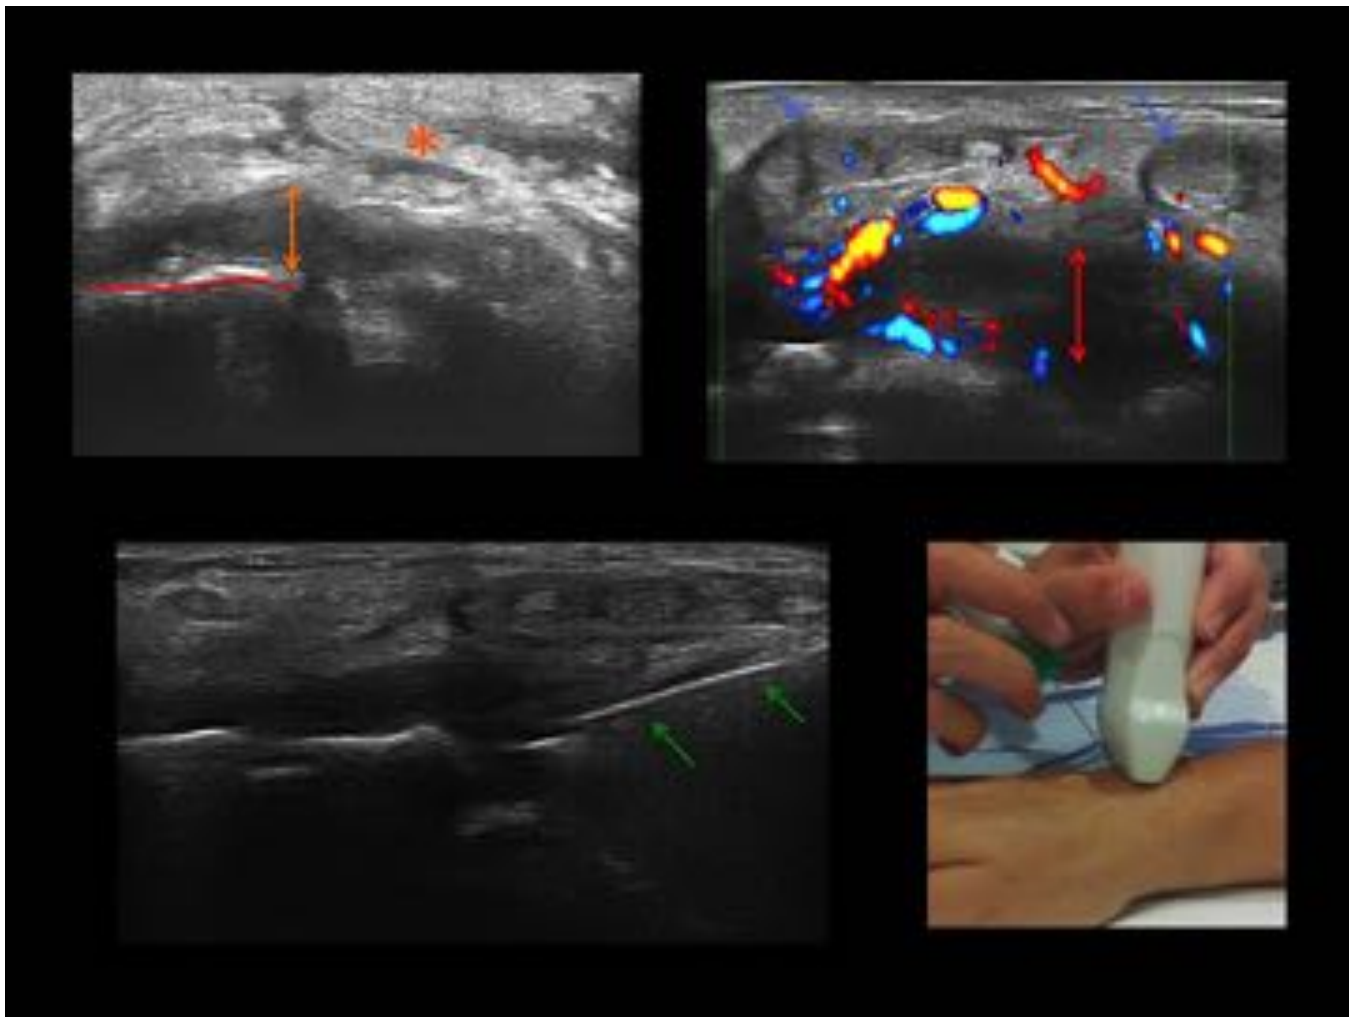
Artritis séptica. La ecografía permite hacer la punción dirigida para obtención de muestras.
